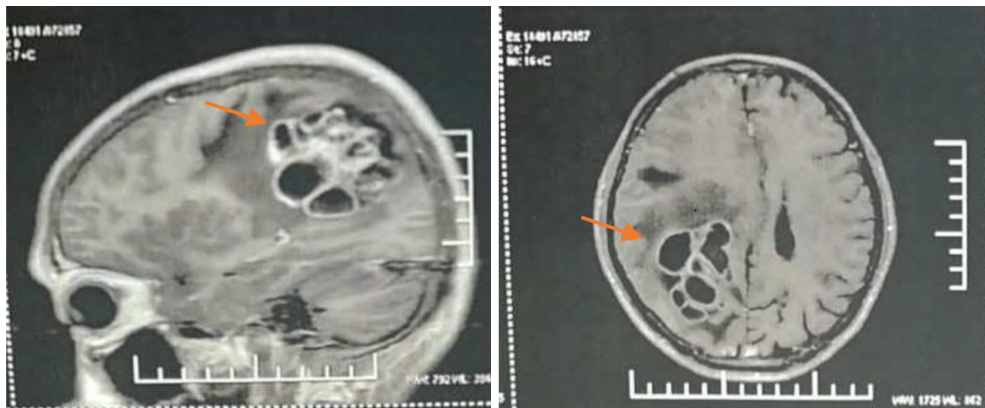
颅内转移瘤术前MRI影像示肿瘤位于右侧枕部, 大小约6.0 cm × 5.0 cm, 多发囊性, 局部可见强化, 边缘可见水肿带, 中线结构可见移位; 术中超声检查所见与之相符
